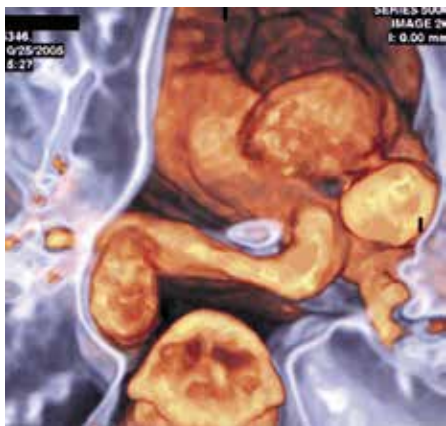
Спиральная компьютерная томография при петле легочной артерии
